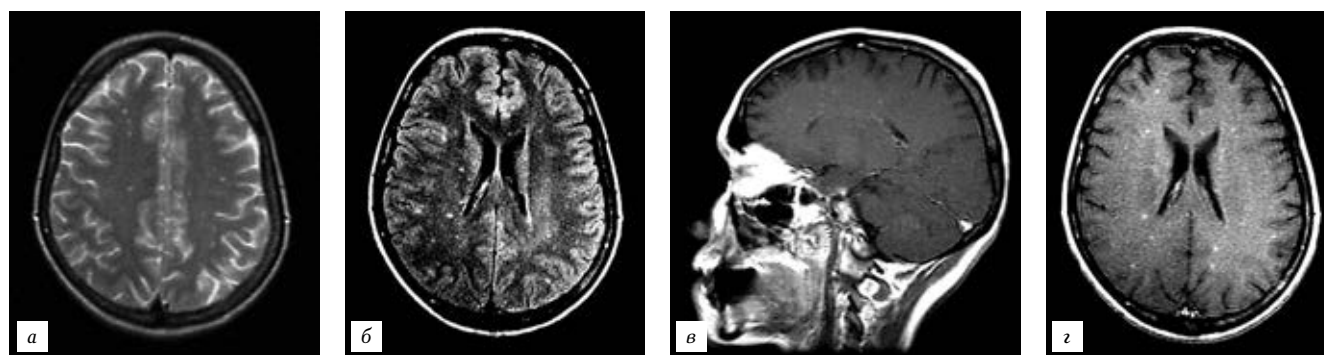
Криптококкоз головного мозга. МРТ: а — T2-ВИ; б — T2 FLAIR; в, з — постконтрастные T1-ВИ.
